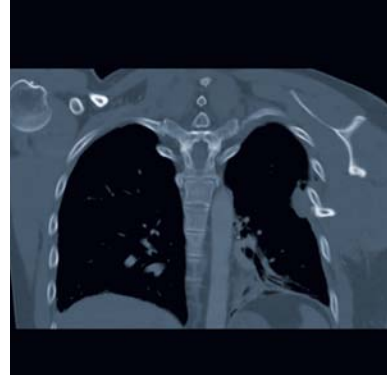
Imagen coronal de TAC en la que se muestra la lesión pleuropulmonar.
